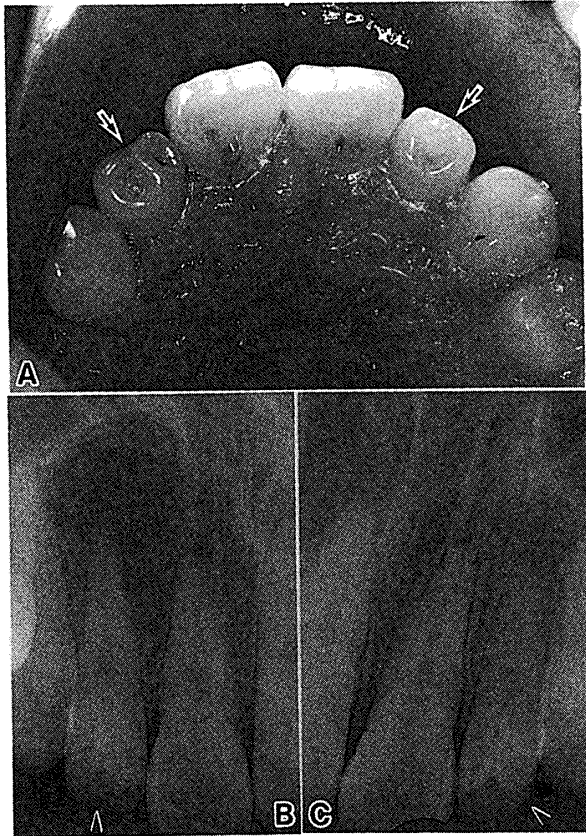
Upper right and left lateral incisors with dens invaginatus (arrows, 15-year-old boy). Intraoral view (A) and radiographs (B, C). Cystic radiolucency at the peri-apical region of the right tooth (B).
